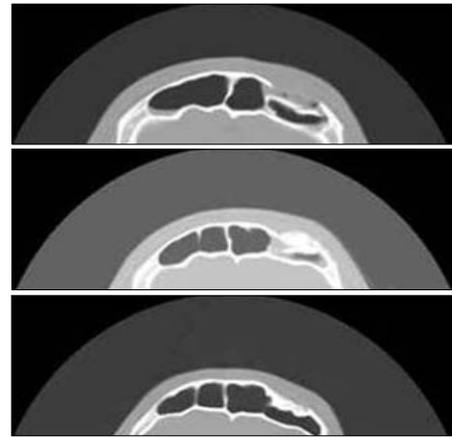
Axial view of computed tomography of frontal bone. (Above) Preoperative view, (Center) Immediate postoperative view demonstrates autogenous particulated bone graft on depressed left frontal area (Below) 12 months after operation.
